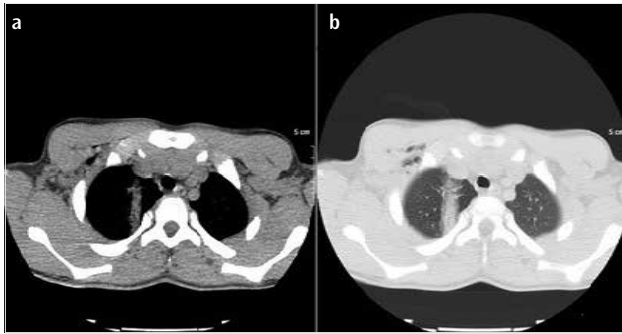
a, b. Axial views of the thorax computed tomography scan showing that the pellet literally crossed from the anterior to the posterior aspect of the chest
